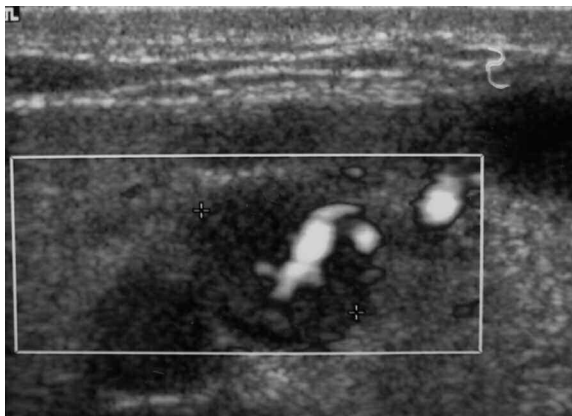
Micronódulo del lóbulo derecho tiroideo. Flujo intranodular en la secuencia Doppler vascular.
